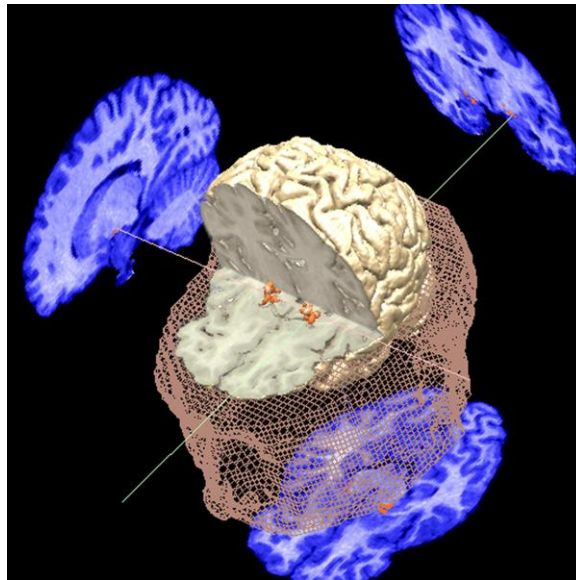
A figura mostra como é a representação das imagens 2D extraídas das imagens RM 3D. A projeção inferior representa um corte axial, que pode ser descrito, por exemplo, como um corte que separa a região inferior do cérebro da superior. A projeção lateral, na parte esquerda da figura, representa um corte sagital, o qual pode ser descrito como um corte que separa o lado esquerdo do cérebro do lado direito. E a projeção que está na parte direita da imagem, representa um corte coronal, que pode ser descrito, por exemplo, como um corte que separa a parte da frente do cérebro da parte de trás.
